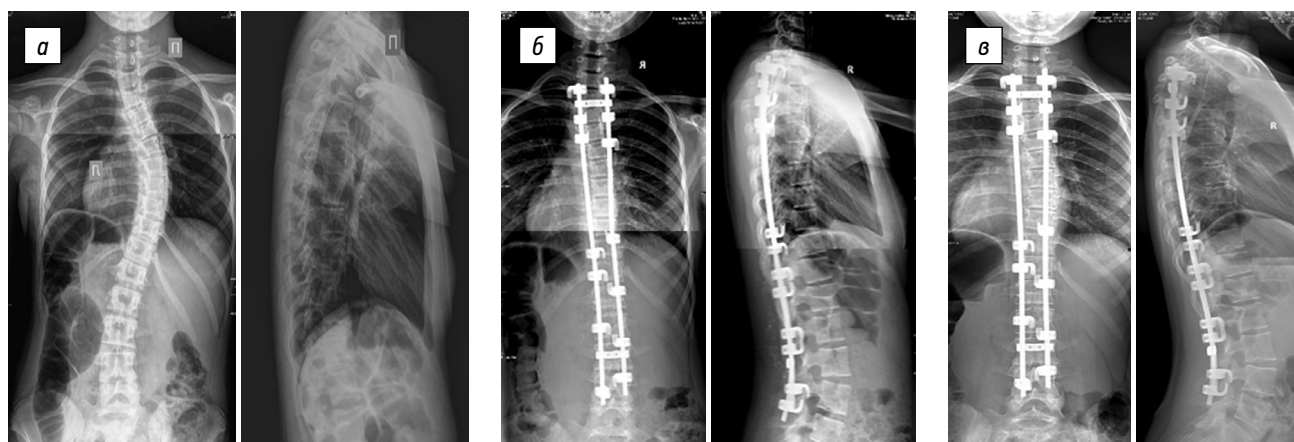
Рентгенограммы пациентки 11 лет в двух проекциях: *а* — исходно: правосторонняя грудная сколиотическая деформация IV степени (42° по Cobb), грудной кифоз — 25°, поясничный лордоз — 60°; *б* — после хирургической коррекции сколиотической деформации позвоночника с применением ламинарной фиксации без вентрального вмешательства: основная грудная дуга — 12°, грудной кифоз — 13°, поясничный лордоз — 48°; *в* — рентгенологический контроль спустя год от момента операции: основная грудная дуга — 46°, грудной кифоз — 21°, поясничный лордоз — 54°
